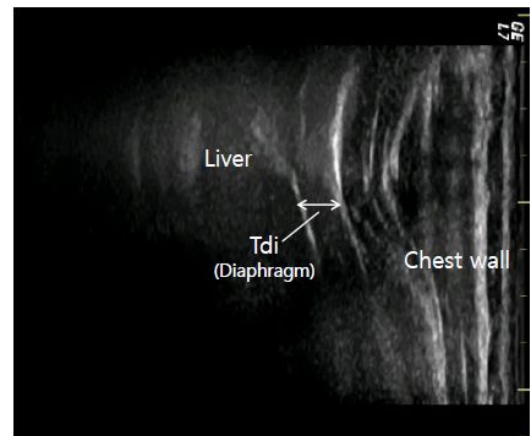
Ultrasound image of the diaphragm contraction in the zone of apposition during PImax manoeuvre.
